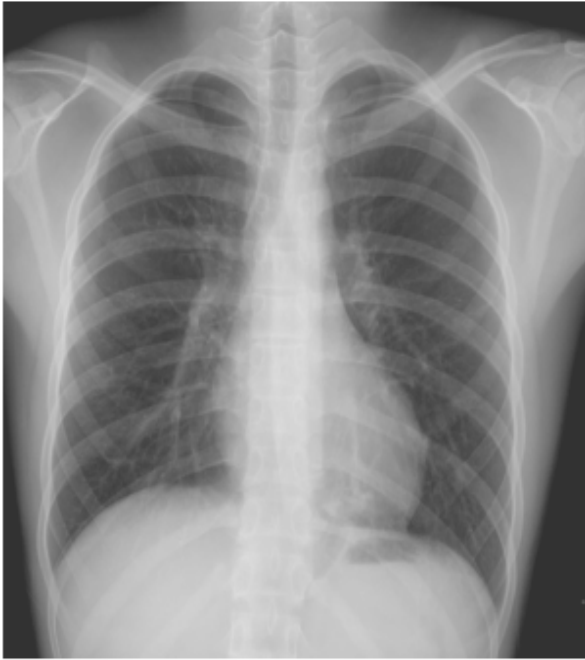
Initial chest radiograph shows mild hyperlucency in left lower lung and focal consolidation at basal segment of left lower lobe.
